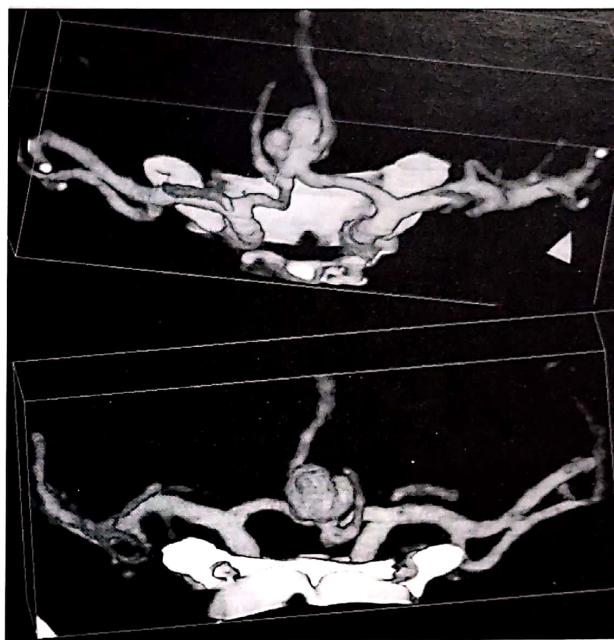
Anevrisim polilobat voluminos de arteră comunicantă anterioară. Două perspective (anterioară și postero-superioară) ale angiografiei CT - reconstrucția tridimensională.
